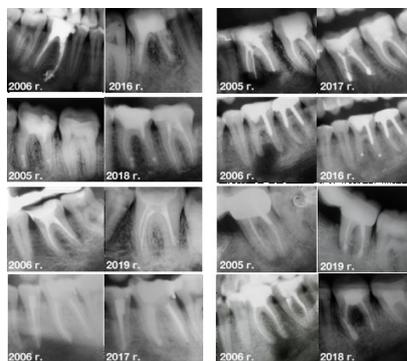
Рентгенограммы до и после хирургического вмешательства (ретроспективный анализ)
